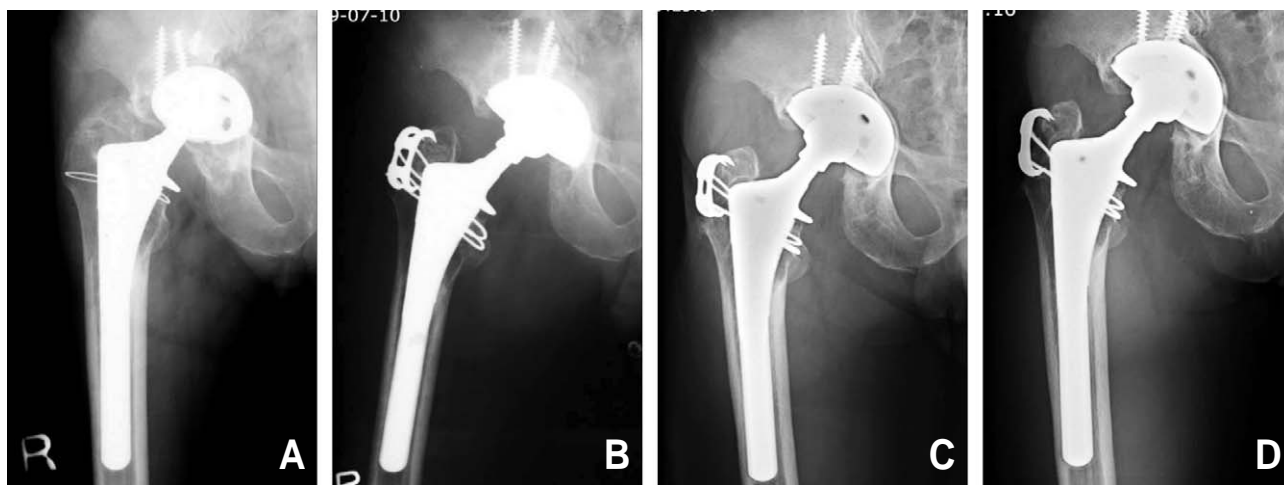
(A) Preoperative radiograph of 49 year old male shows acetabular loosening accompanied by severe acetabular bone loss, especially at medial wall. (B) Postoperative radiograph of 1 month after acetabular revision, structural allograft was performed on medial wall bone defect followed by morselized allograft on cavity defect. (C) Postoperative 5 years radiograph shows radiolucent line at DeLee & Charnley zone I, II, III. (D) At postoperative 9 years radiograph, radiolucent line is not progressing, and patient's right hip is still functioning well with Harris hip score of 92.
